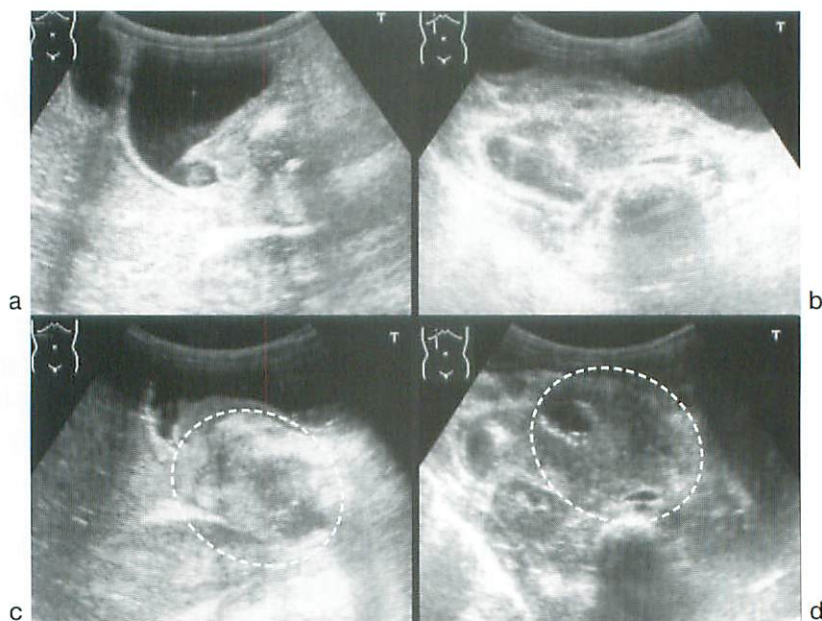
Ultrasonography of Abdomen
